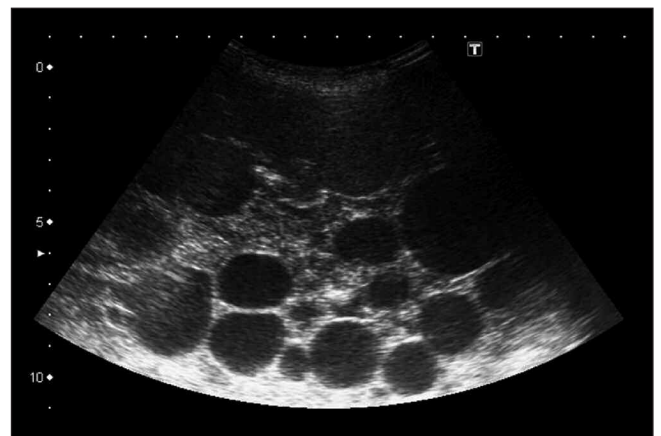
Ecografía abdominal que demuestra múltiples cavidades quísticas de paredes engrosadas compatibles con vesículas hijas de un quiste hidatídico.
